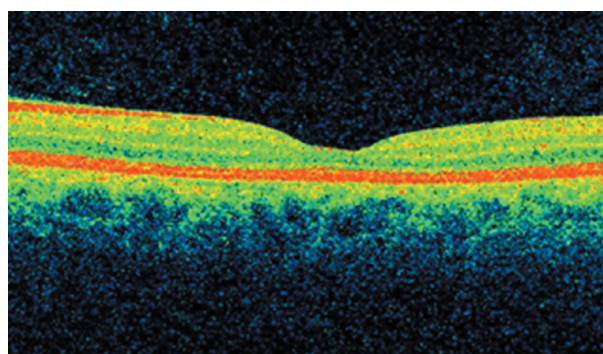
Оптическая когерентная томография макулы пациента с хронической ртутной интоксикацией. Преретинальные помутнения в стекловидном теле. Центральная ямка сглажена, прозрачность слоев резко снижена. Отмечается истончение сетчатки вследствие ее уплотнения в области fovea. Выражен хориокапиллярный склероз.
